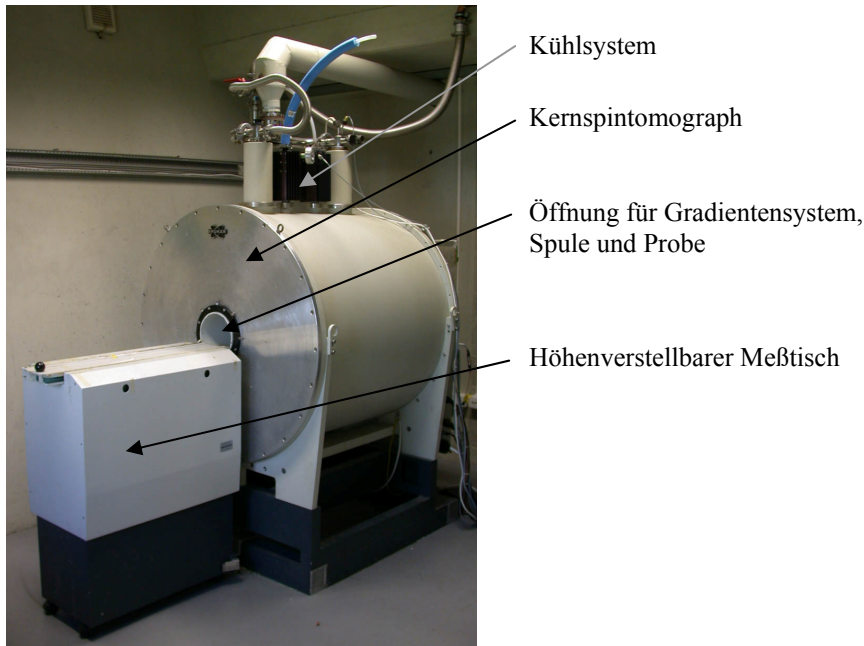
Kernspintomograph BRUKER Biospec 70/20
